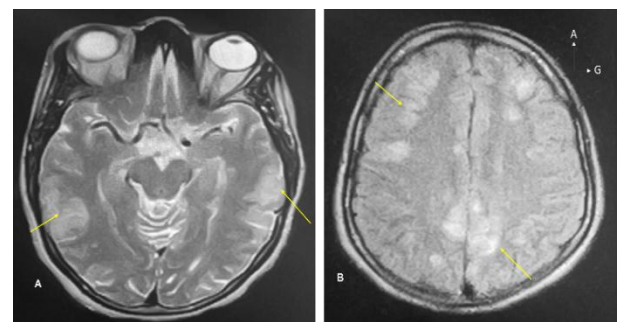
IRM en coupes axiales, séquences pondérées en T2 (A) et FLAIR (B) objectivant des plages cortico-sous-corticales temporales, pariétales et frontales bilatérales en hypersignal T2 et FLAIR (flèches).
